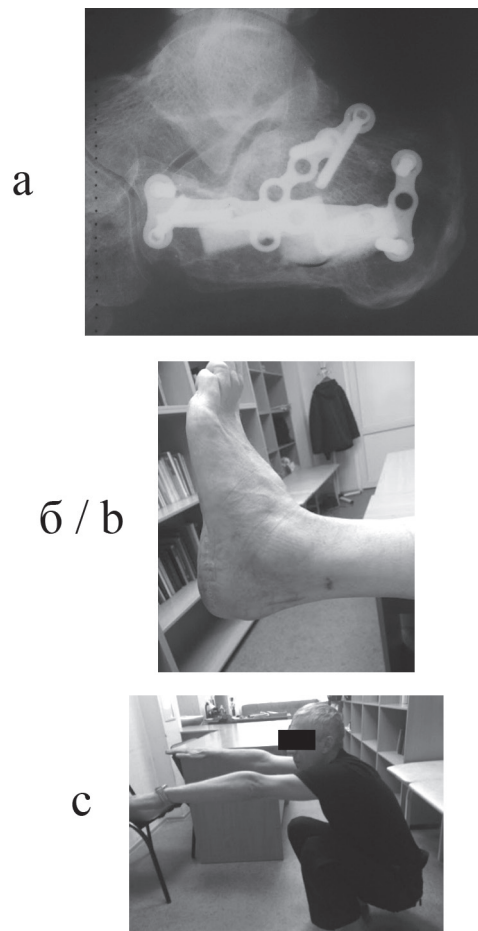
Боковая рентгенограмма левой (а) стопы больного С., 56 лет, через 12 месяцев после операции: сохраняется достигнутые в ходе операции правильные рентгенометрические параметры пяточной кости, композит из bTCP интегрировался в костную структуру; На рис. (б) и (с) показан функциональный результат лечения
